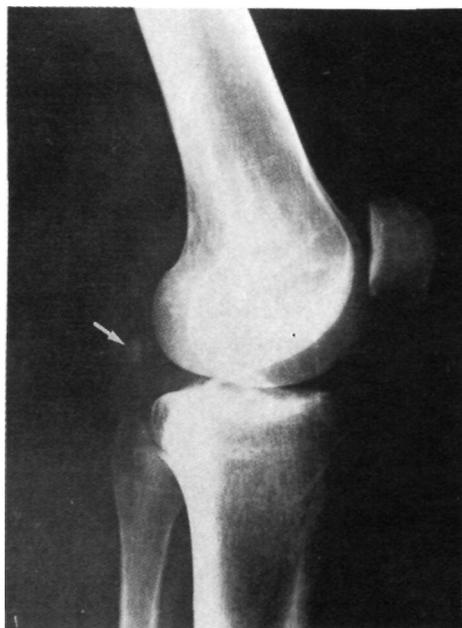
n.º 2.— Radiografía lateral de rodilla, en la que se puede observar (flecha) la imagen de la fabella situada en la parte posterior del cóndilo lateral.
